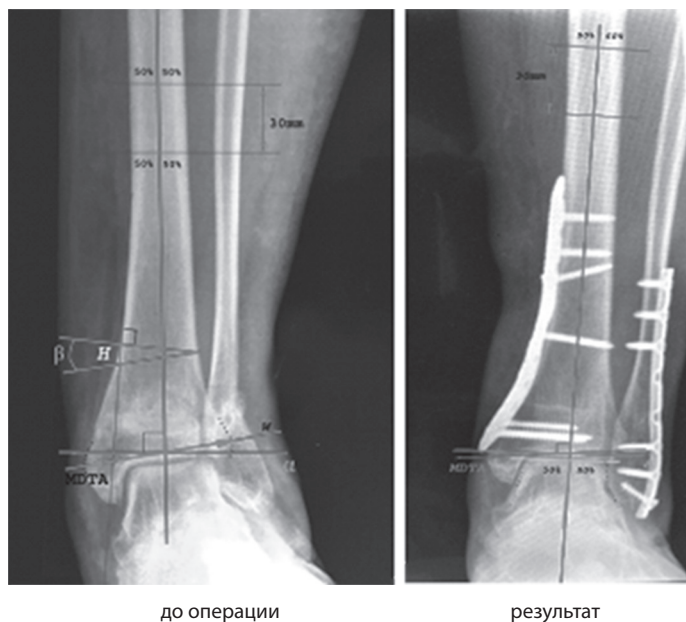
Рентгенограмма передне-задняя проекция голеностопного сустава «с нагрузкой»
